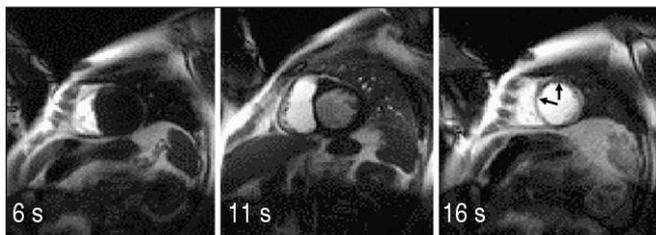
IRM dynamique de perfusion acquise au cours de la minute suivant l'injection de gadolinium. Les images à 6, 11 et 16 s. après l'injection sont présentées. Obstruction microvasculaire en territoire antérieur (hyposignal, flèches), 24 h après une angioplastie de désobstruction de l'IVA pour syndrome coronaire aigu.
